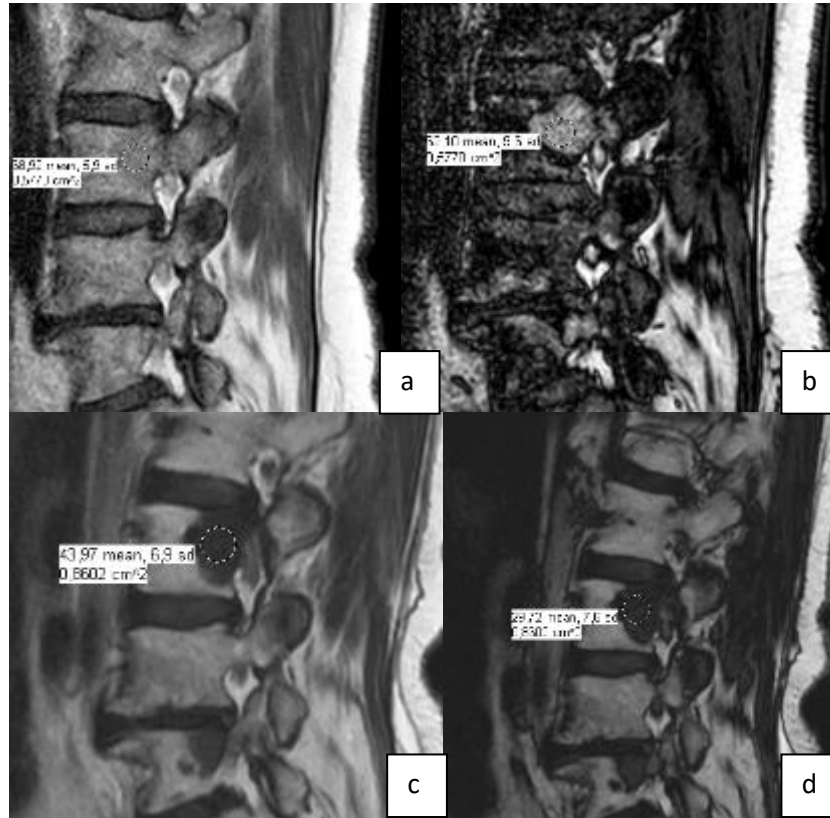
Métastase du corps vertébral de L3 avant et après traitement par radiothérapie en IRM 3T
